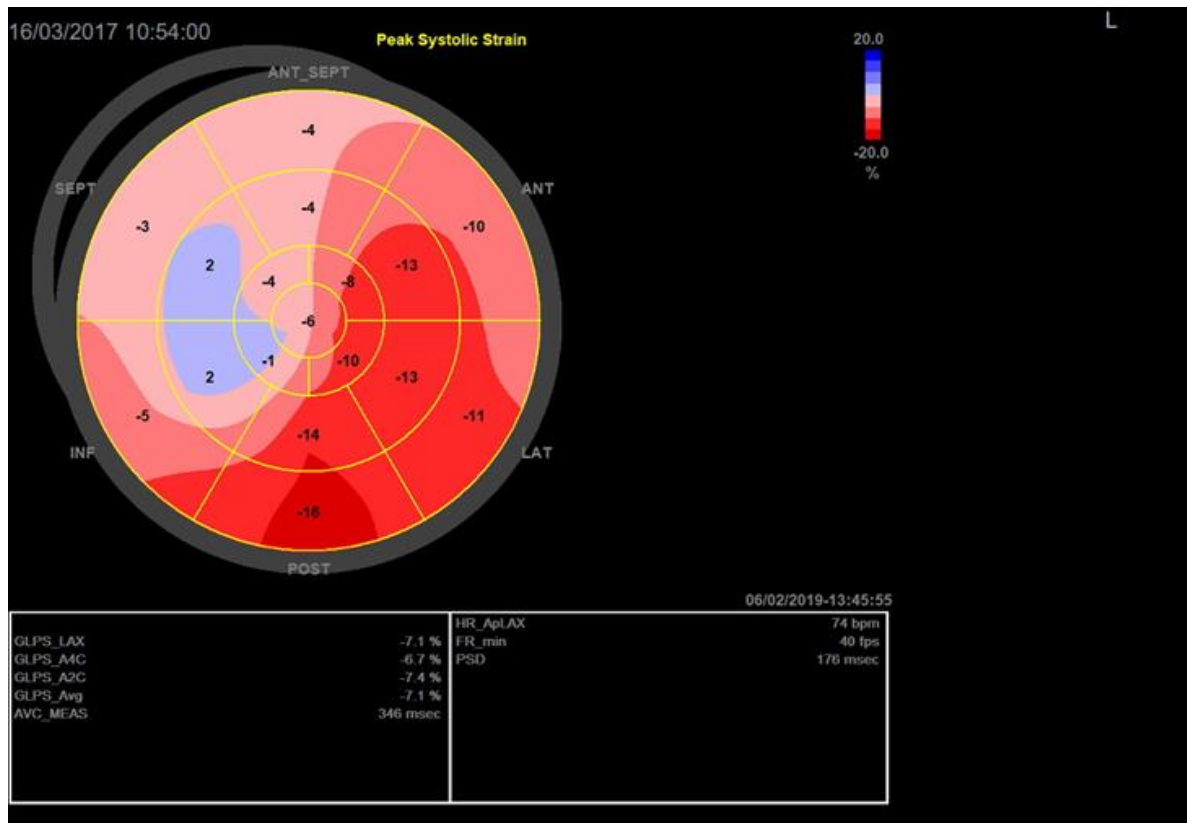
Μελέτη ασθενούς 68 ετών με ΚΑ μη ισχαιμικής αιτιολογίας, πριν και μετά την εμφύτευση αμφικοιλιακού βηματοδότη/απινιδιστή. Στις παρακάτω εικόνες παρατίθεται ΗΚΓ 12 απαγωγών διαθωρακική ηχοκαρδιογραφική μελέτη, ιστικό doppler που επιδεικνύει ενδοκοιλιοτικό δυσσυγχρονισμό και καθολικό ρυθμό επιμήκους παραμόρφωσης αριστερής κοιλίας.
